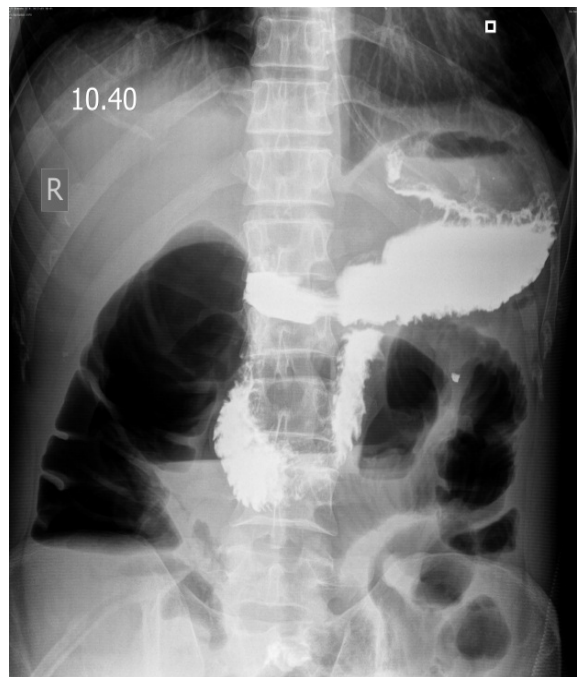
Вогнепальне поранення живота. При рентгенологічному дослідженні виявляють рідину в центральній частині черевної порожнини та пневматоз тонкої кишки.
